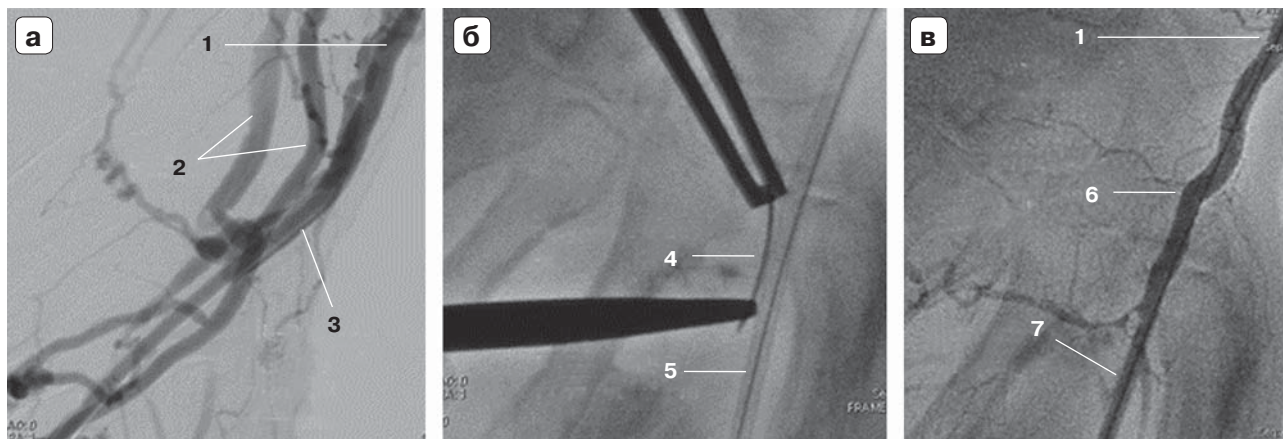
Ангиограмма лучевой артерии кисти и дистального отдела предплечья. Постпункционная артериовенозная фистула лучевой артерии в анатомической табакерке (а). Сформированная венозная сеть бассейна *v. cephalica*, *v. basilica*. Отсутствует антеградный кровоток лучевой артерии дистальнее артериовенозной фистулы (б), артериовенозной фистулы по данным УЗИ (в). Собственные наблюдения. 1 – лучевая артерия предплечья, 2 – артериовенозная фистула, 3 – глубокая ладонная дуга, 4 – культя поверхностной ладонной дуги, 5 – “шейка” артериовенозной фистулы, 6 – поток артериальной крови в *v. cephalica*, 7 – лучевая артерия, 8 – вена.
